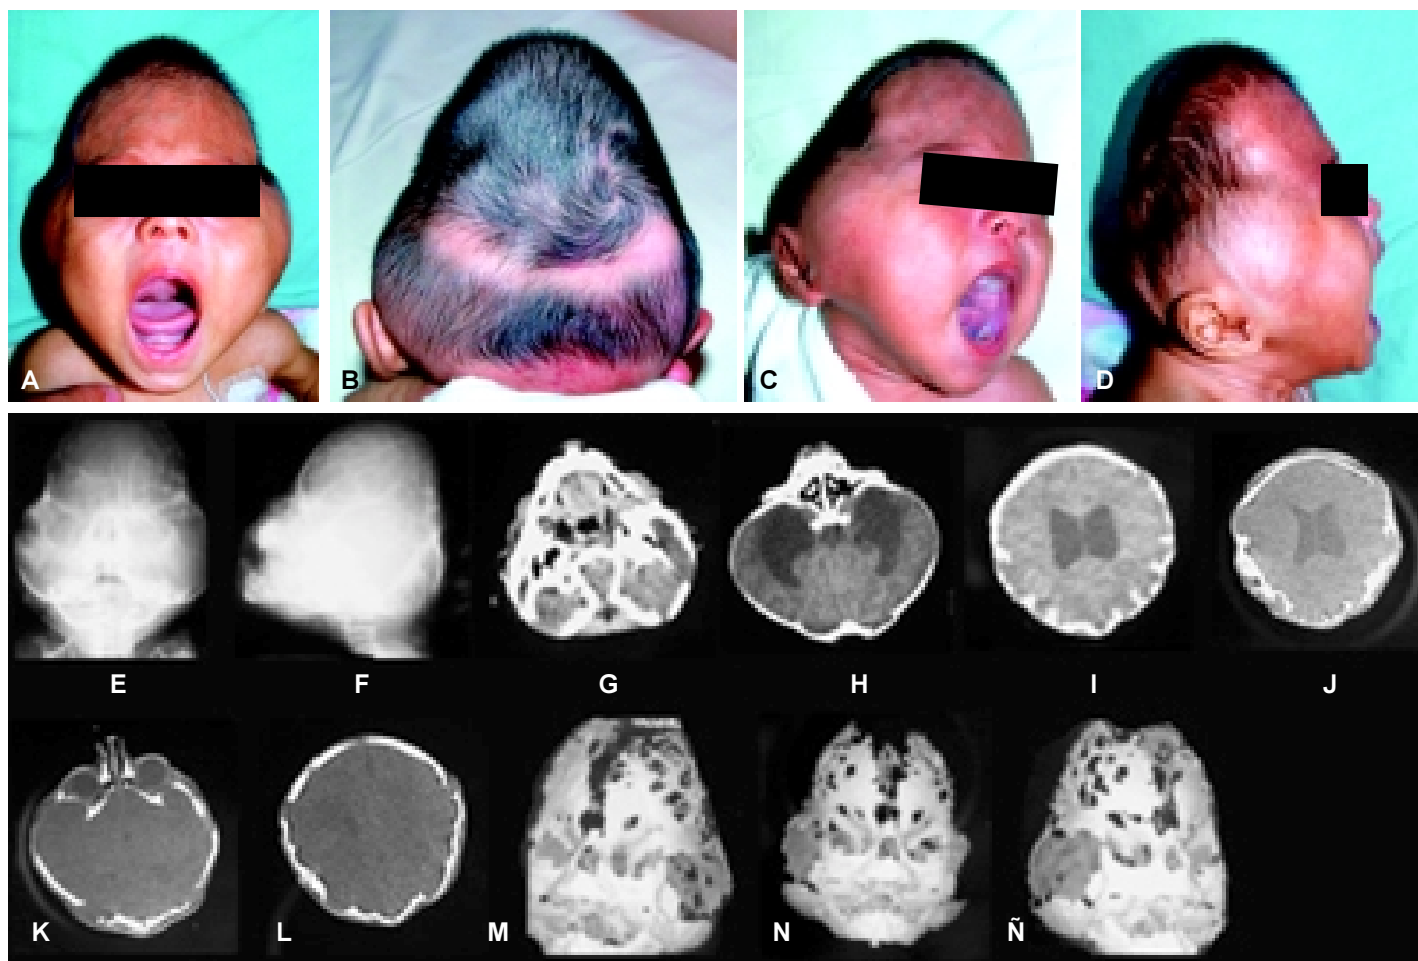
Fotografías, radiografías simples y TC de cráneo del caso 1.
